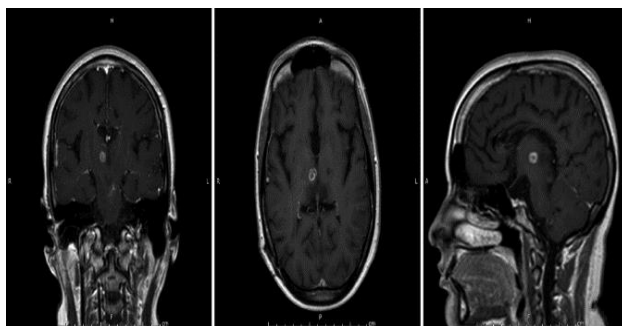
MRI of the brain that show the right thalamic enhancing tumor.
